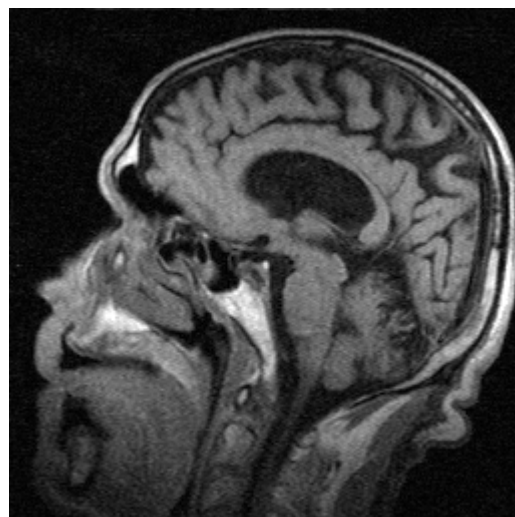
МРТ головного мозга больного С., 58 лет. Атрофия коры головного мозга и мозжечка
